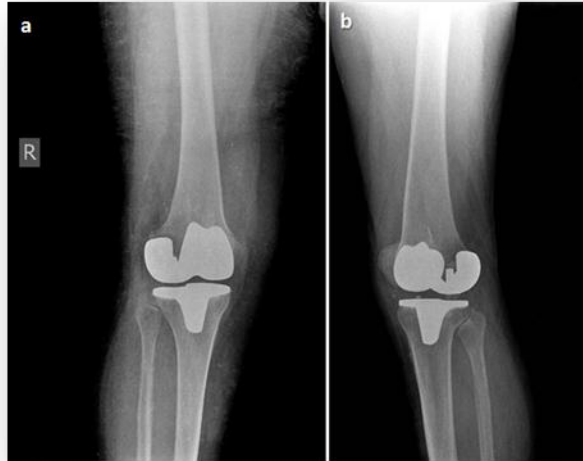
TDP uygulanmış dizin erken postoperatif ön-arka grafisinde tibial metal arkalığın lateral tibia platosundan taşması (Beyaz ok).
